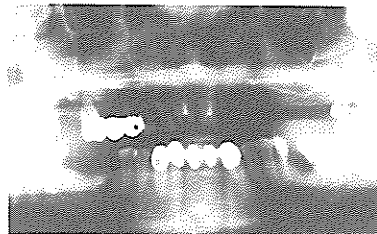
Pre- and postoperative panoramic radiographs of case 4.
